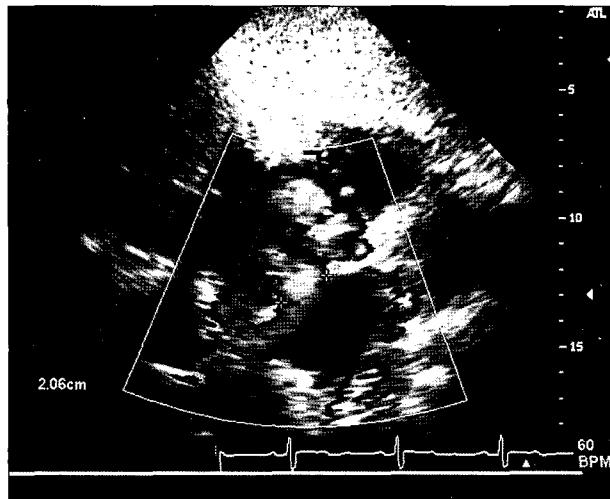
Preoperative echocardiogram showing atrial septal defect.
